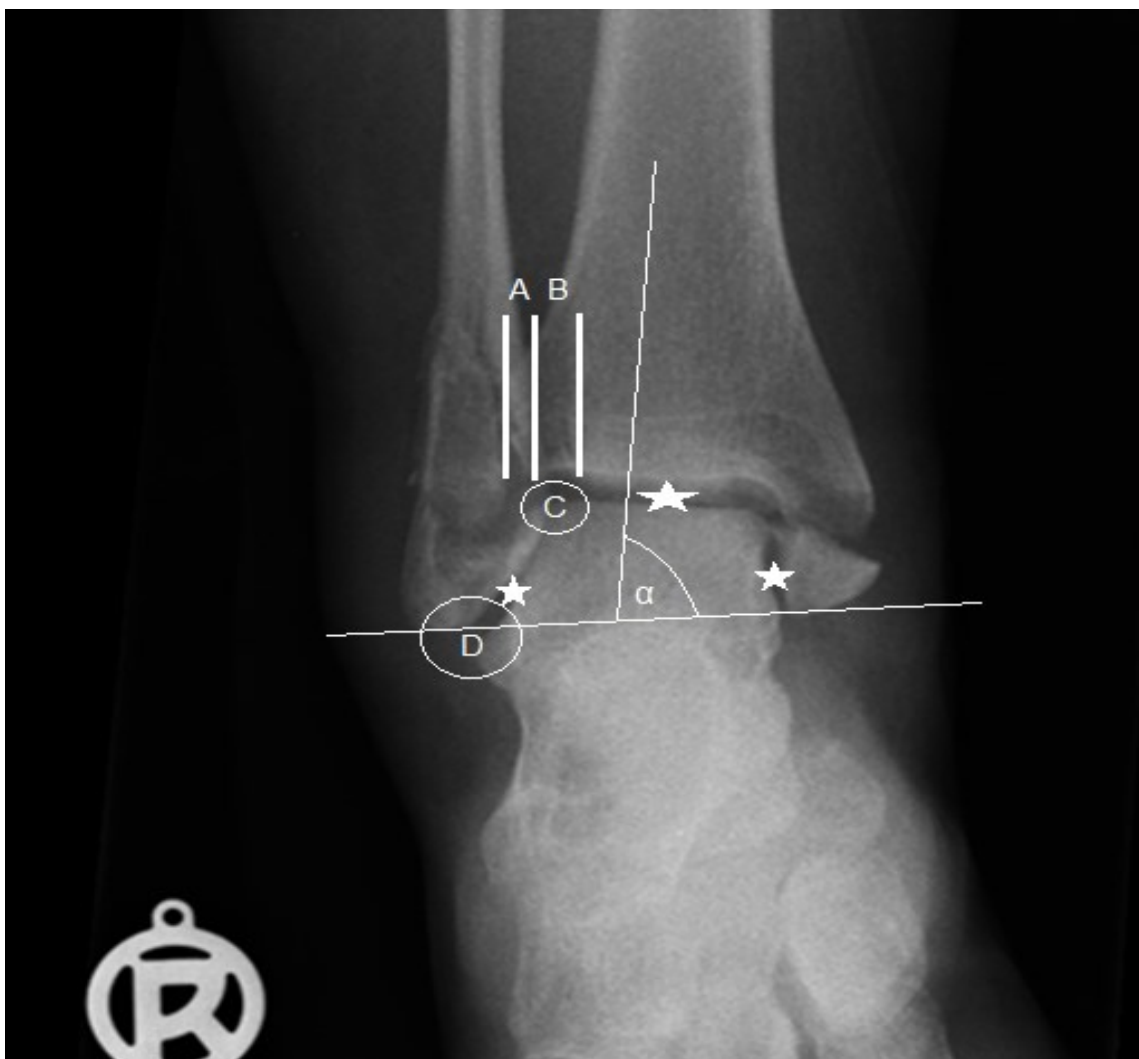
Röntgenbild eines rechten Sprunggelenkes im a.p. Strahlengang als sog. „mortise view“ in 20° Innenrotation des Unterschenkels. Zu Grunde liegend ist eine 44-B 3 Fraktur. Die „ligne claire“ (B) ist breiter als die tibiofibuläre Überlappung (A). Der Gelenkspalt (*) ist an verschiedenen Stellen unterschiedlich weit. Der talokrurale Winkel liegt im Normbereich (α). Mit eingezeichnet sind die „Weber-Nase“ (C) und der Weber-Ball (D).
